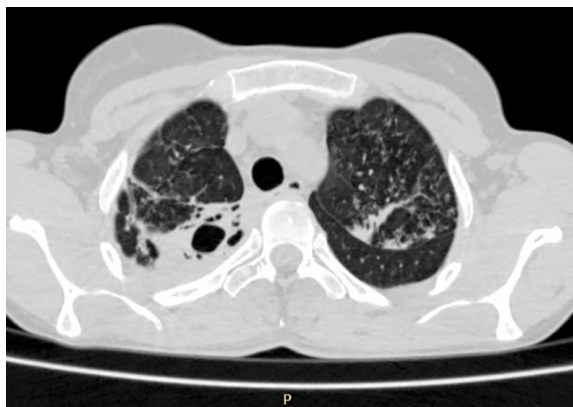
КТ ОГК пацієнтки П. до операції.
